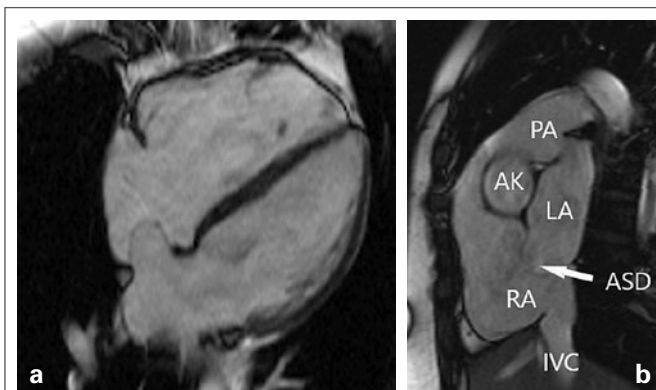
(a): Magnetresonanztomographie (Vier-Kammerblick) eines volumenbelasteten rechten Ventrikels und eines Vorhofseptumaneurysmas (ASD hier nicht ersichtlich); (b): modifizierter sagittaler Schnitt.
